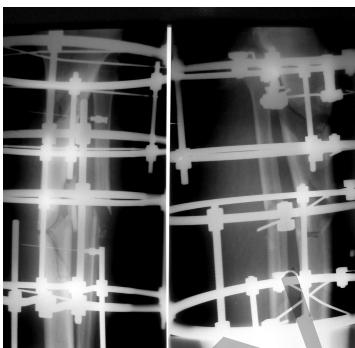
Интраоперационная рентгенограмма
